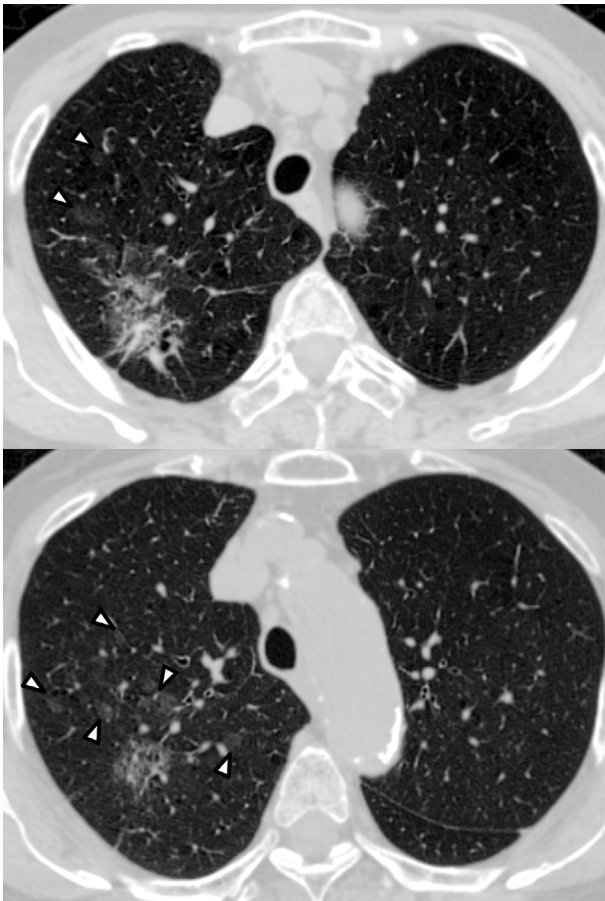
In October 2016, chest computed tomography showed that the primary tumor had grown and metastasized within the same lobe (\triangle).
